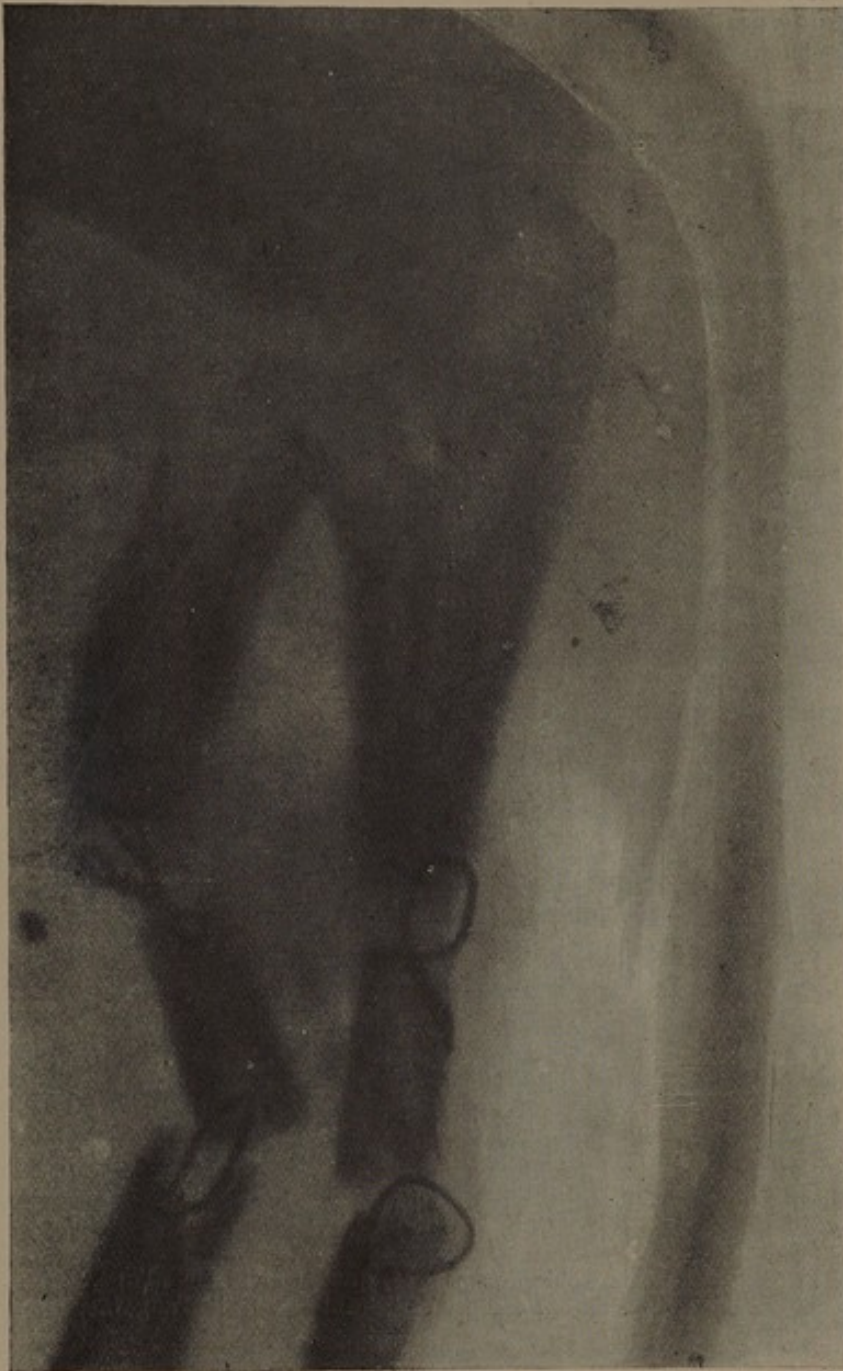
Edmond F. Radiographie de son avant-bras, quinze jours après l'opération. On voit que la direction en sens opposés des fragments du radius n'a pas permis l'adaptation exacte du greffon radial.
